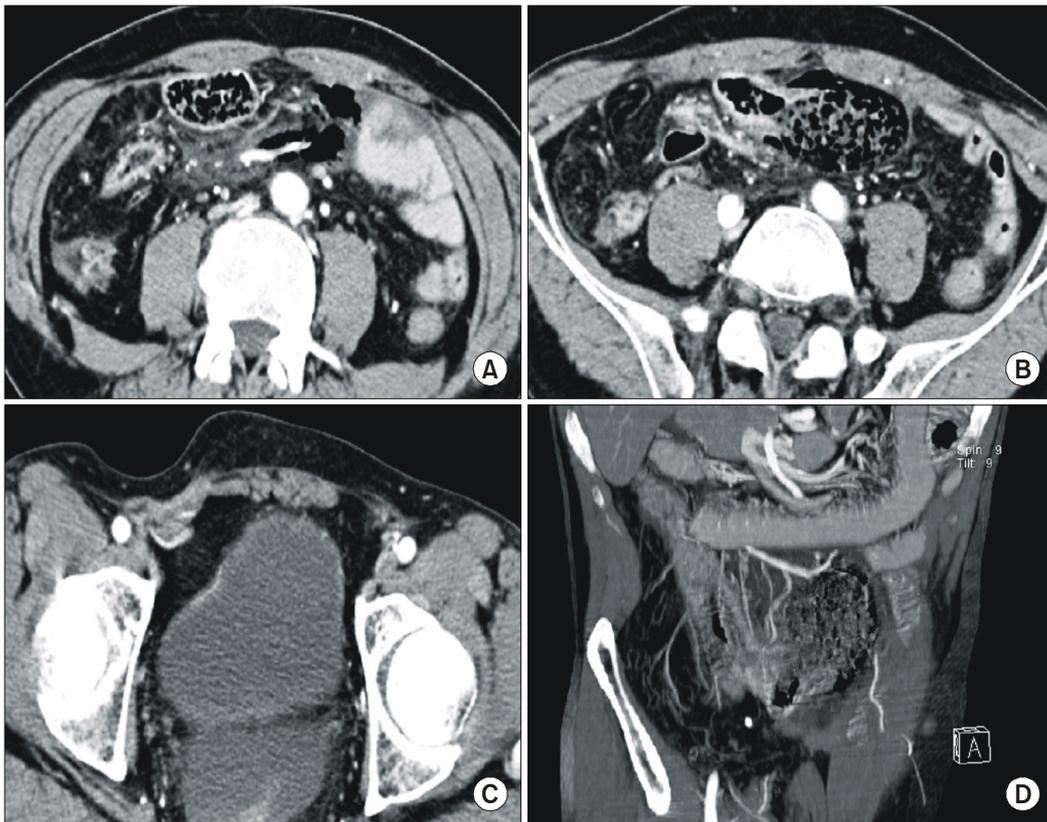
Abdominal computed tomography (CT) obtained after reduction of right indirect inguinal hernia shows (A) a hemorrhagic infiltration around middle colic vein and subperitoneal gas in the transverse mesocolon and (B) a focal wall defect of transverse colon surrounded by fecal matter, pericolic fat strand, which misdiagnose strangulated perforation of the transverse colon. (C) CT scan obtained at the level of inguinal area shows a residual hemorrhage after eduction of right indirect inguinal hernia along the right inguinal canal. (D) Oblique coronal multiplanar reformat CT image that reconstructed after laparoscopic exploration demonstrate a giant transverse colonic diverticulitis probably predisposed to middle colic vessel traction in the transverse mesocolon caused by right indirect inguinal hernia of omentum.
